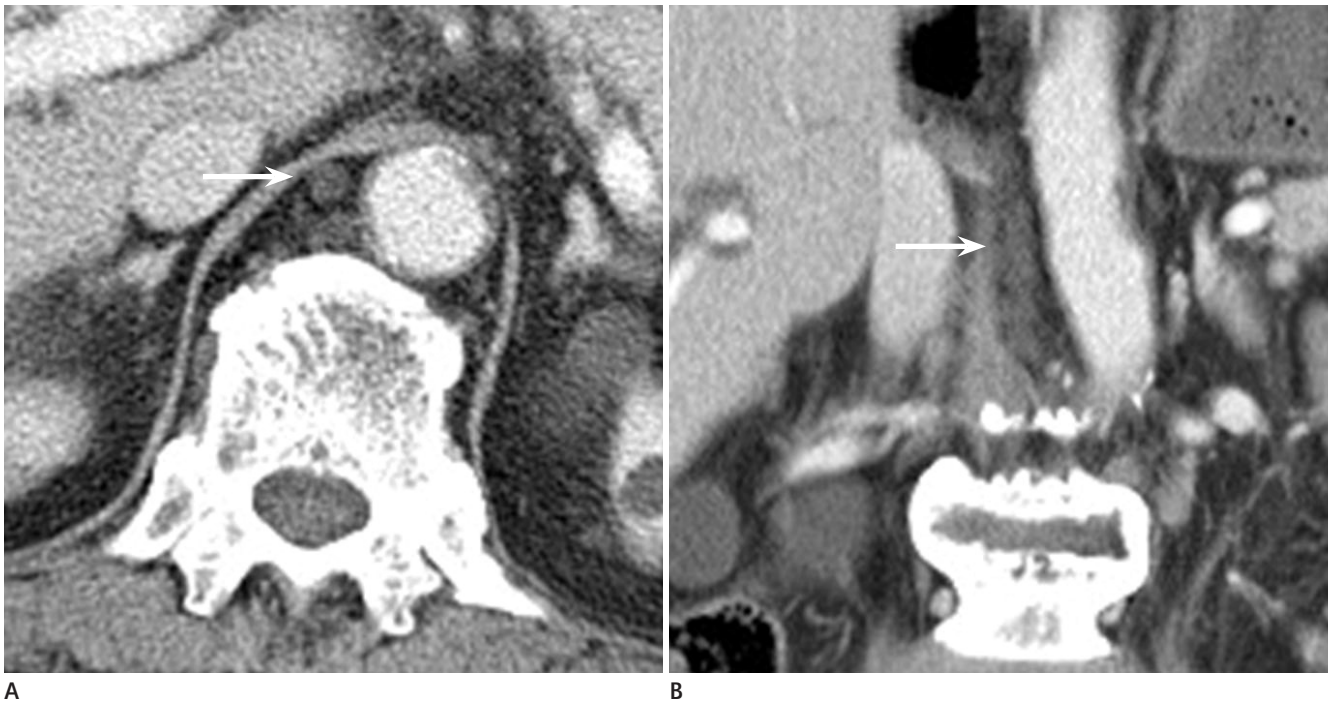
A 82-year-old man with cholangiocarcinoma. The post contrast axial CT (A) shows a round retrocrural structure between the aorta and the right crus of the diaphragm representing cisterna chyli (arrow). Coronal reformatted image (B) shows a fusiform shape with craniocaudal extension.
